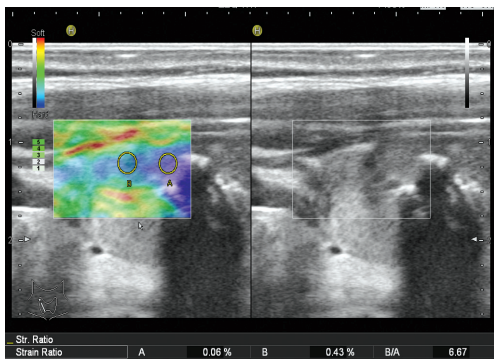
恶性结节二维超声图和超声弹性成像图, 应变率比值为 6.67
